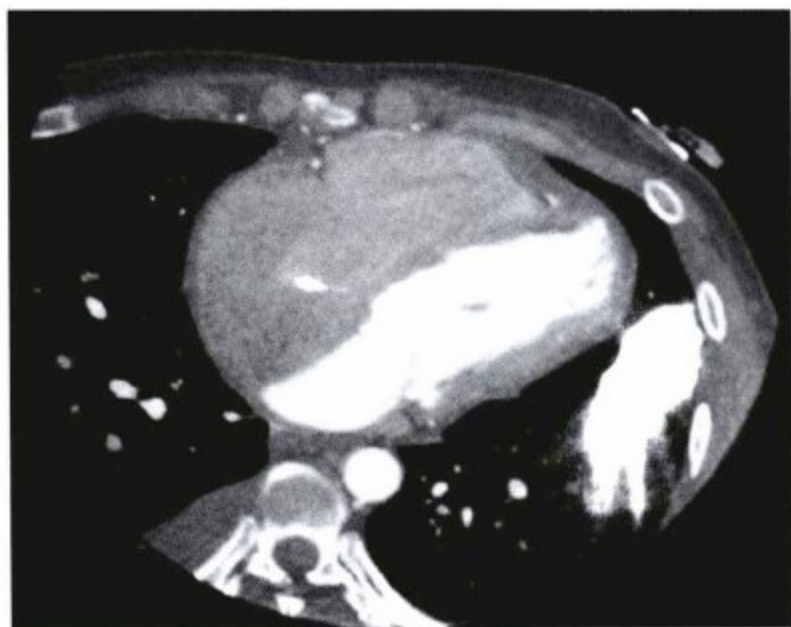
非钙化性缩窄性心包炎。心电门控增强CT扫描。空间分辨率远高于普通CT,可以很好地评价心脏细节。然而,心包和心肌密度相似,因此难于区分两者。
